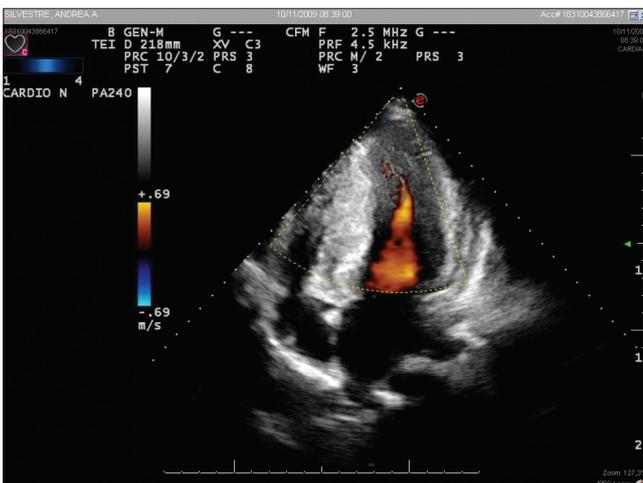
Ecocardiograma exibindo acentuada hipertrofia do septo interventricular e dilatação do átrio esquerdo.
